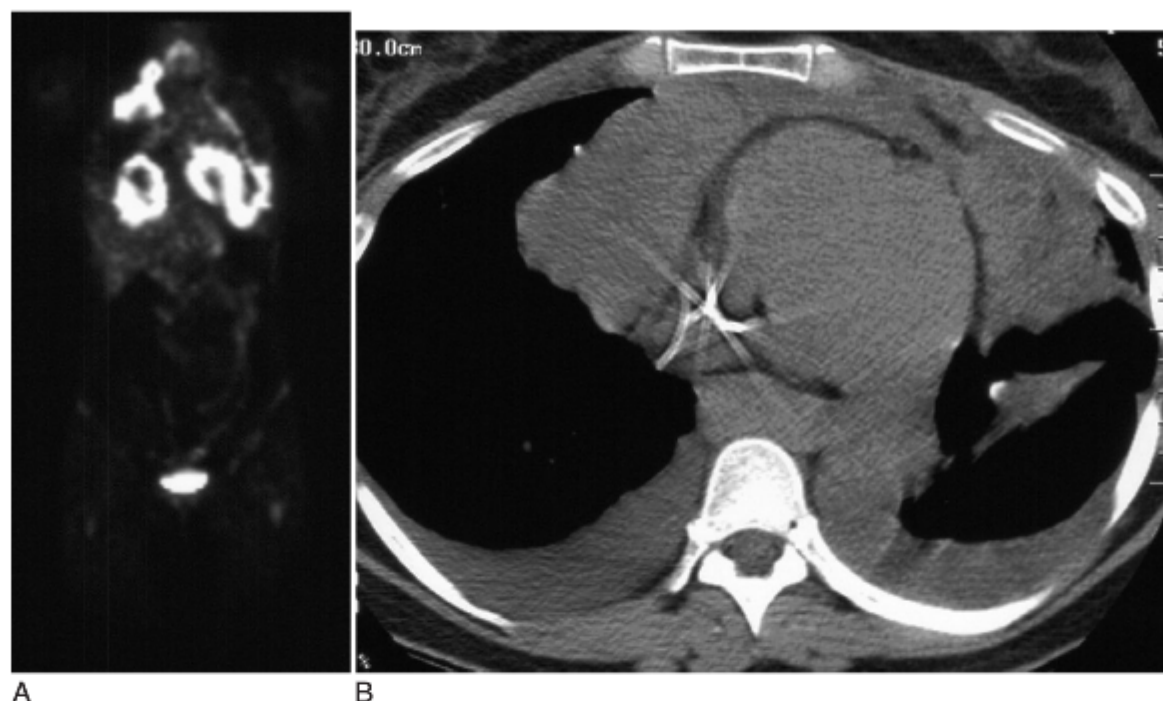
A, Tomografia por emissão de pósitrons com FDG revelando recidiva da doença de Hodgkin, evidenciada pelo aumento de captação no mediastino, ao longo da parede torácica esquerda e do lado direito do pescoço. B, TC do tórax do mesmo paciente de A.
